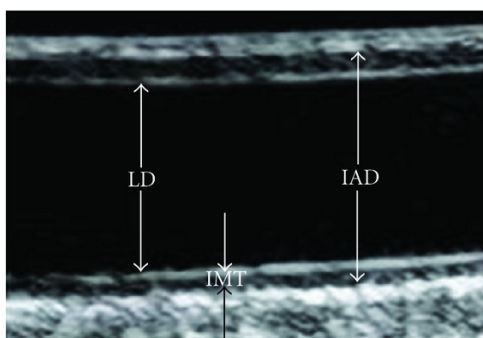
Ecografia carotidea, LD diametro del lume, IMT spessore miointimale, IAD diametro intercarotideo
